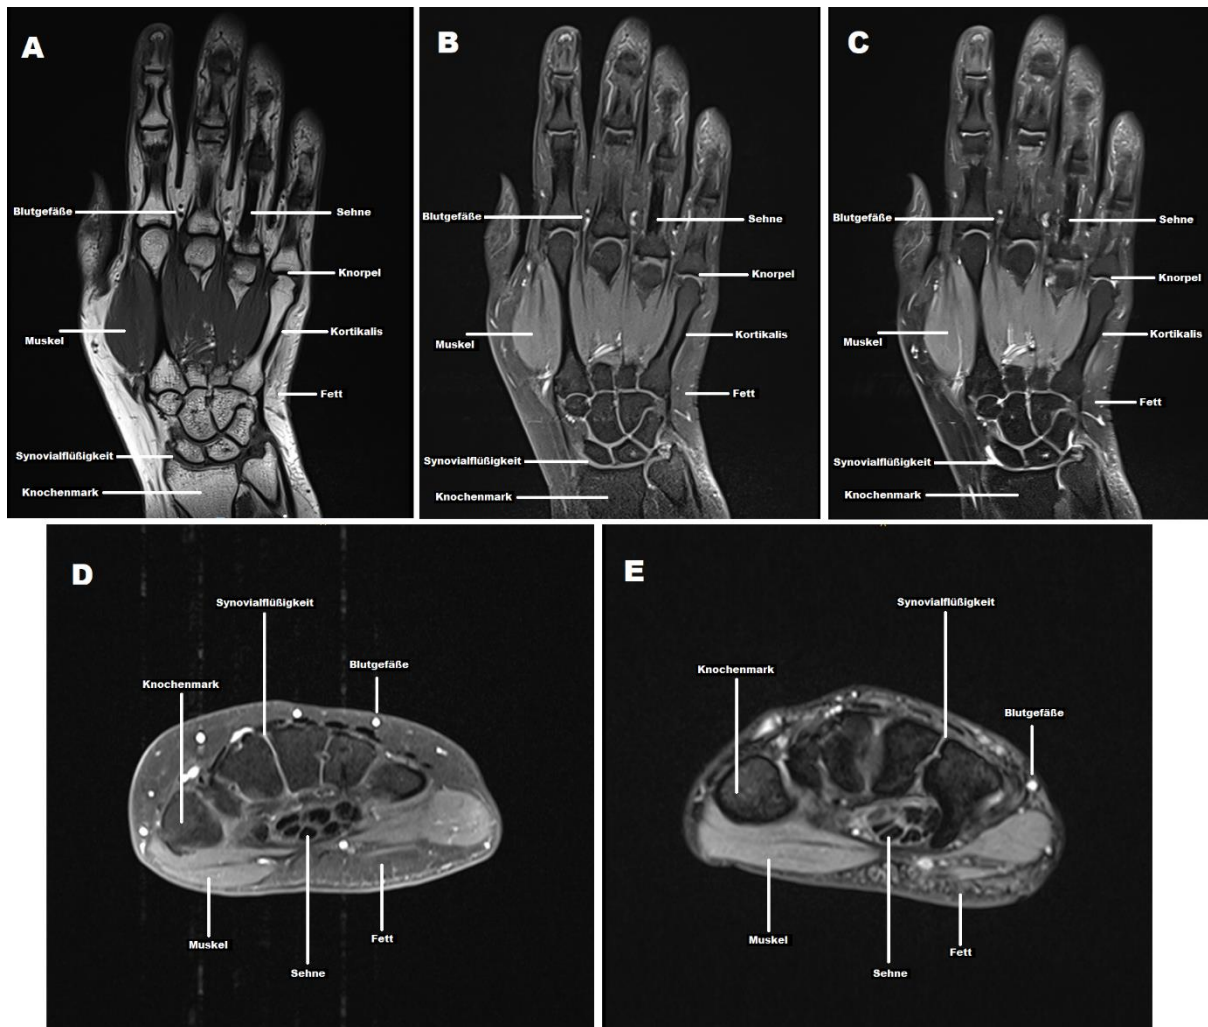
Visualisierung physiologischer Gewebsarten mittels der verwendeten MRT-Sequenzen
